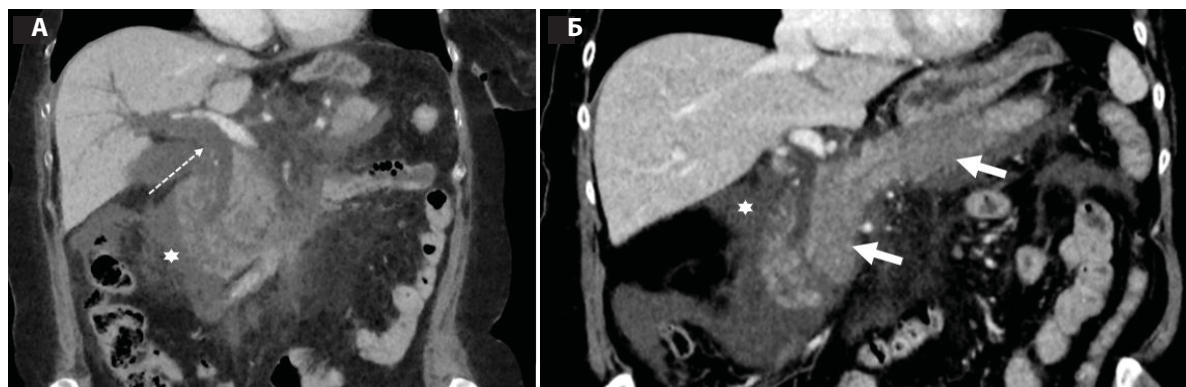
КТ на 1-е сутки ОП, венозная фаза. Косокорональное изображение, MinIP (А), криволинейная реконструкция (Б). Визуализируется расширение ОЖП (пунктирная стрелка); зоны гипоперфузии в паренхиме железы (большие стрелки); парапанкреатит (звездочки)
